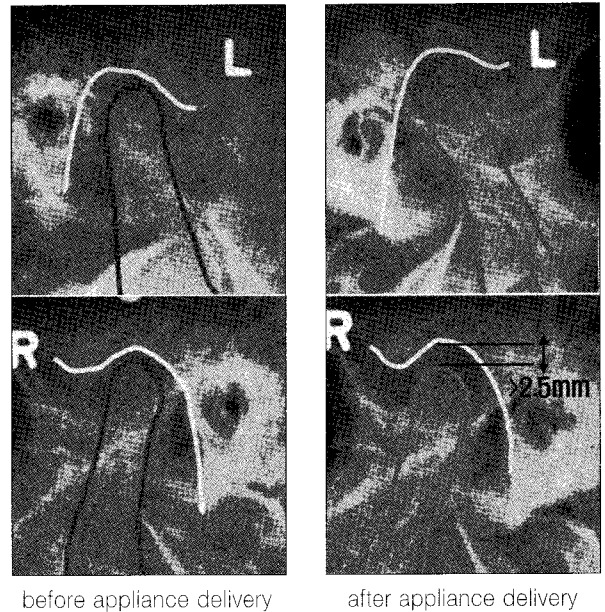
Radiograph of TMJ.
